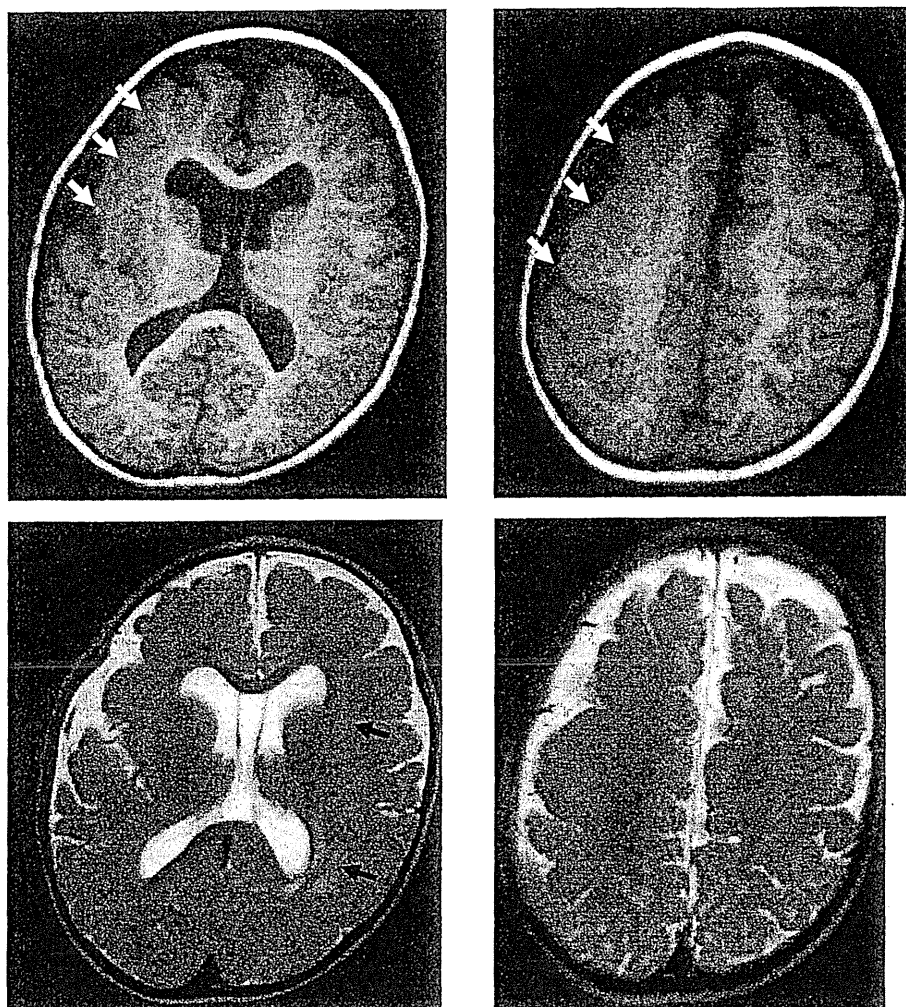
1歳2ヵ月時の頭部MRI所見（上段：T1強調画像，下段：T2強調画像）
